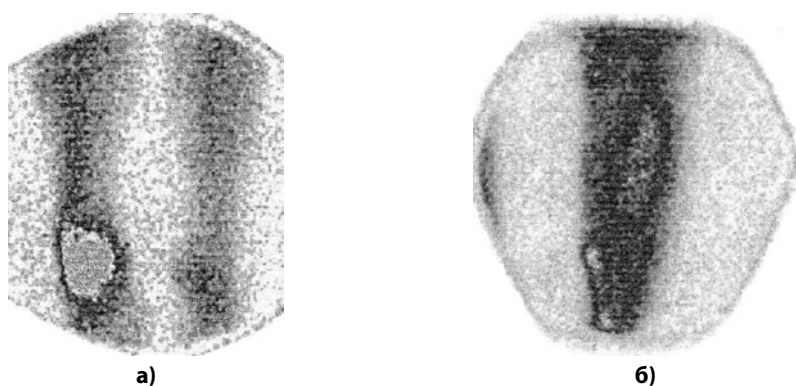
Флебосцинтиграмма: резкое замедление оттока РФП по берцовым и подколенной венах при их тромботической окклюзии (а) и эвакуация РФП по большой подкожной вене через несостоятельные перфорантные вены голени (б)
